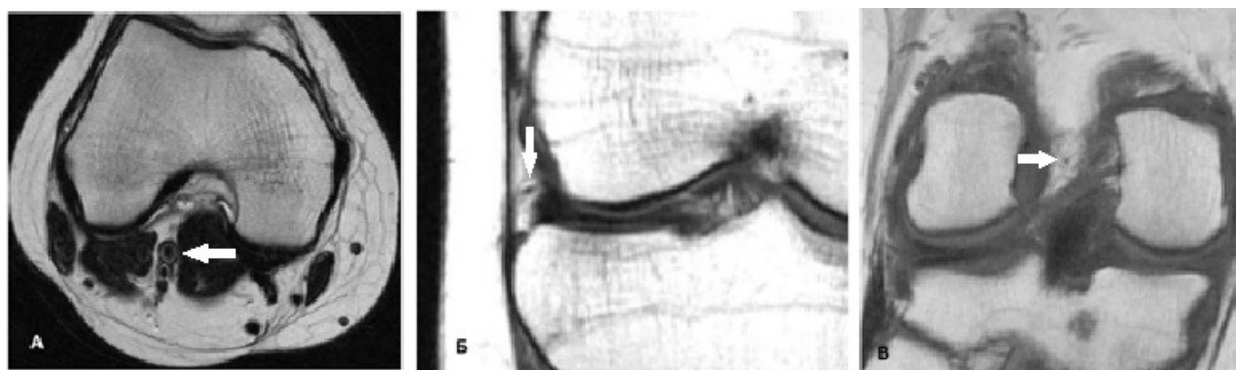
Сосуды коленного сустава на магнитно-резонансных томограммах. А – стрелкой показана подколенная артерия; Б – стрелкой показана ветвь верхней латеральной артерии колена; В – стрелкой показана медиальная артерия колена
